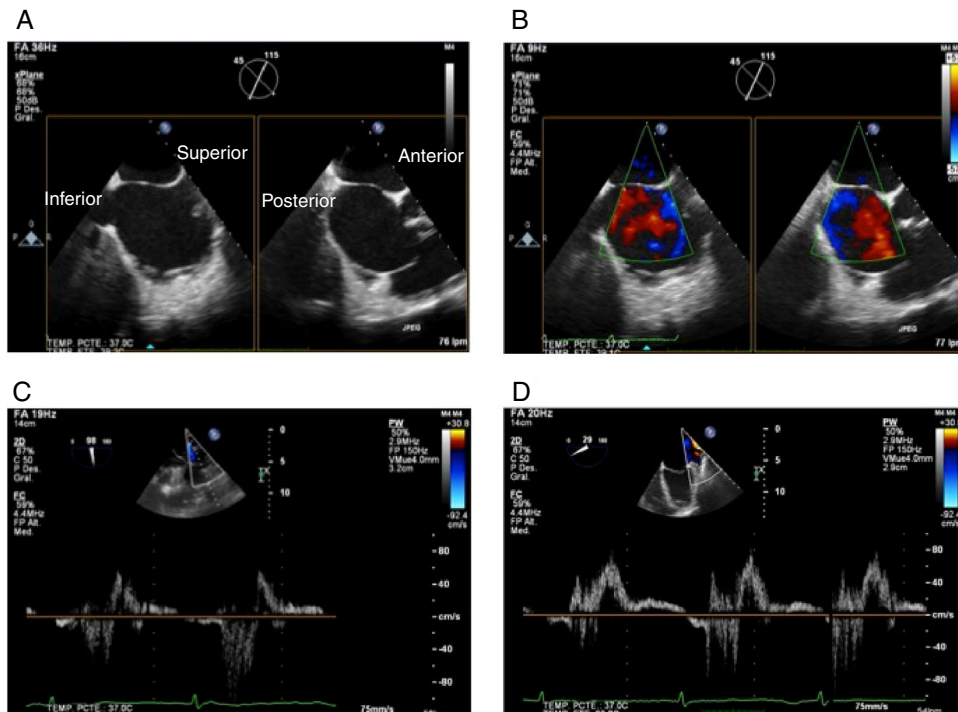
Panel A: proyección bicava (muestra ubicación superior e inferior) en X-plane con proyección de eje corto en la base (muestra ubicación anterior y posterior); Panel B: iguales proyecciones con color; Panel C: Doppler pulsado de vena pulmonar superior derecha; Panel D: Doppler pulsado de vena pulmonar superior izquierda.
